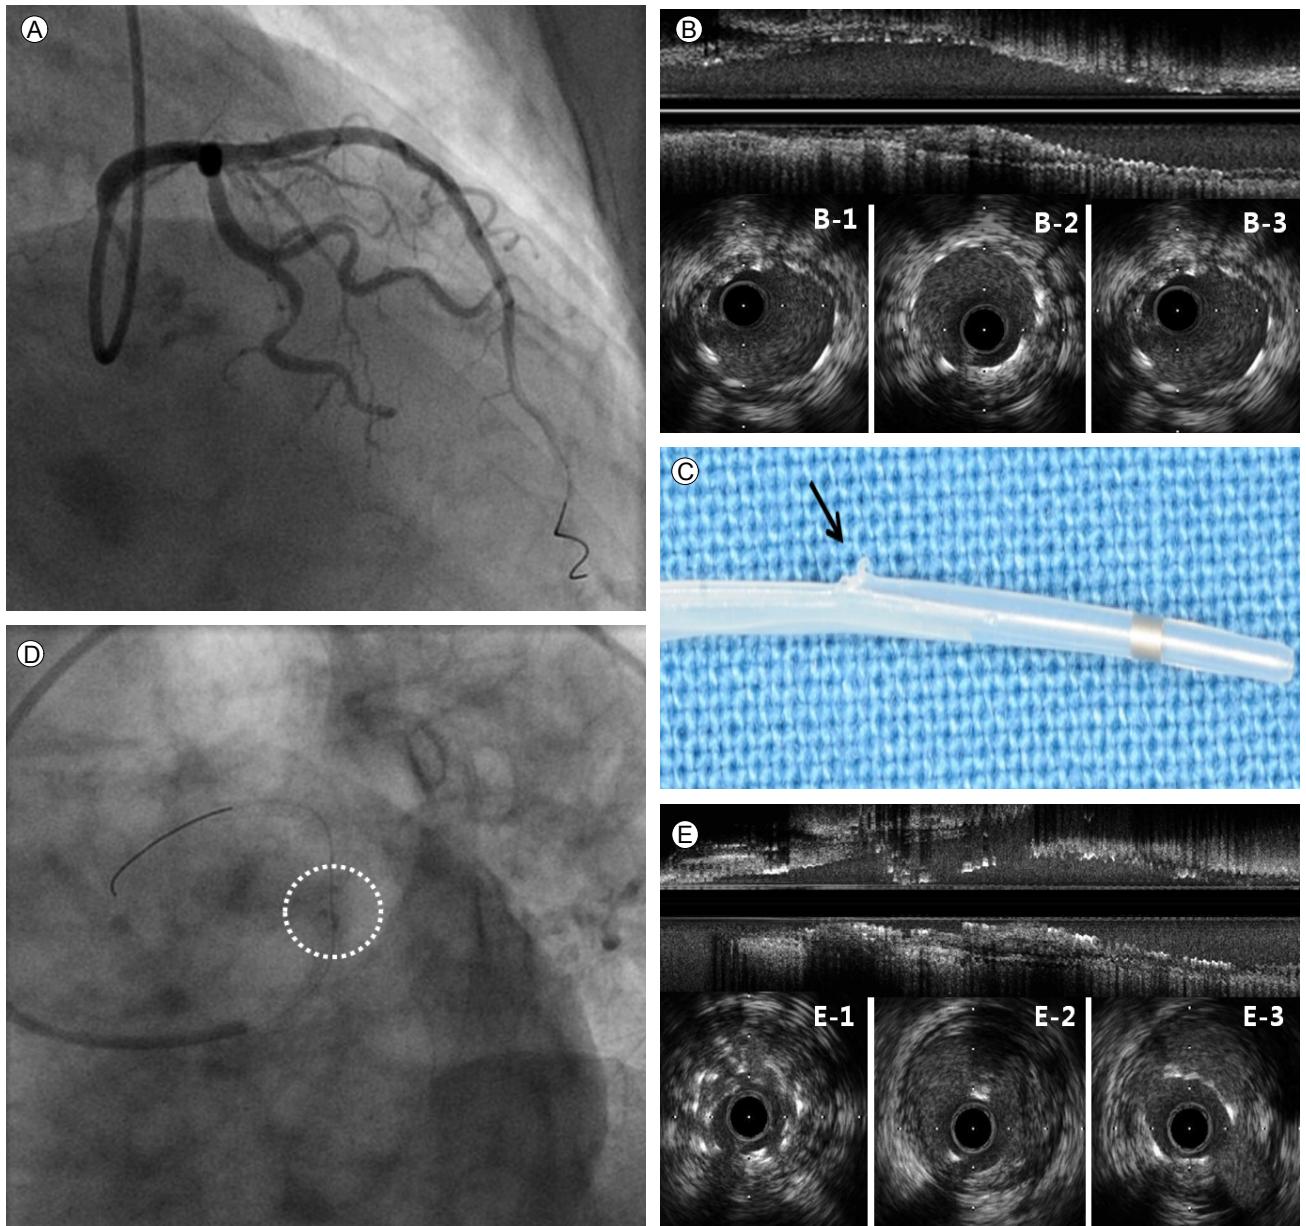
(A) Post-stent intravascular ultrasound (IVUS), right anterior oblique cranial view. (B) Longitudinal IVUS images of the proximal left anterior descending artery (LAD) immediately following stent deployment. B-1: Stent proximal edge; B-2: Site of minimal stent area, 7.13 mm^2 ; B-3: Stent distal edge. (C) Torn outer sheath tip of guidewire exit port during IVUS (arrow). (D) Post-IVUS retrieval angiogram with a dotted circle highlighting newly developed haziness. (E) Longitudinal IVUS images of the proximal LAD after forceful removal of the IVUS catheter. E-1: Stent-in-stent appearance; E-2: Stent fracture; E-3: Iatrogenic incomplete stent apposition.
